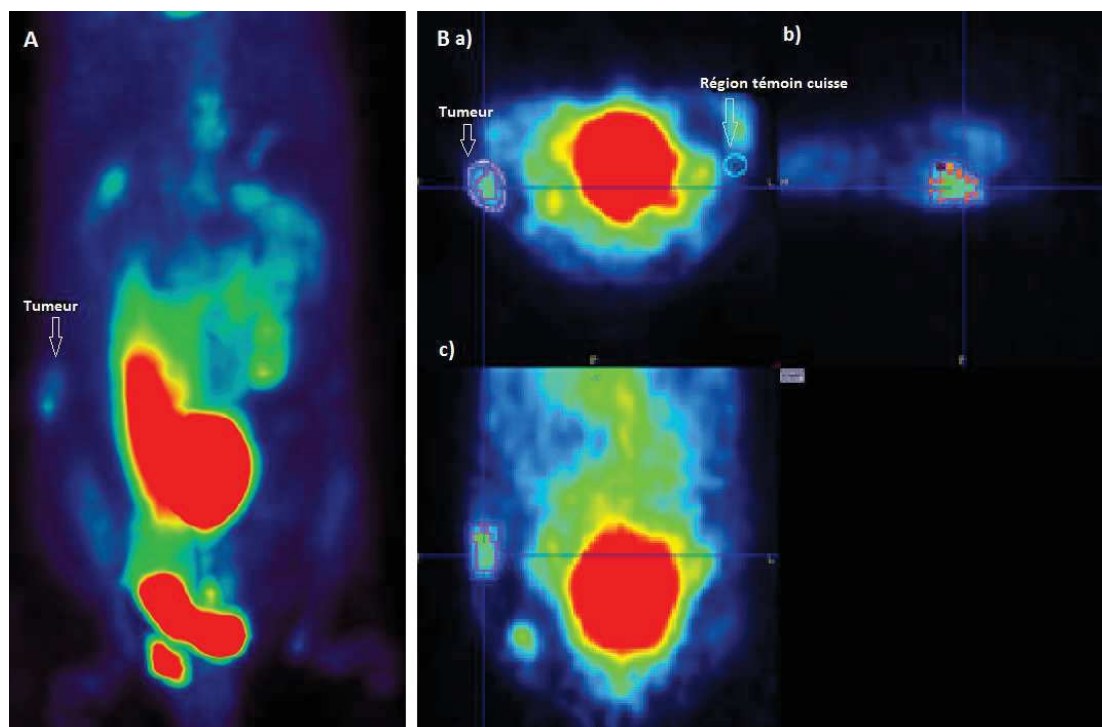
visualisation de acquisitions à partir du logiciel Pmod[®]. A : Maximum Intensity Projection. B a) coupe sagittale, b) coupe frontale, c) coupe axiale. En bleu foncé, contour tumoral. En rose, contour du volume à 40% de la SUVmax. En bleu clair, région témoin de la cuisse controlatérale.
